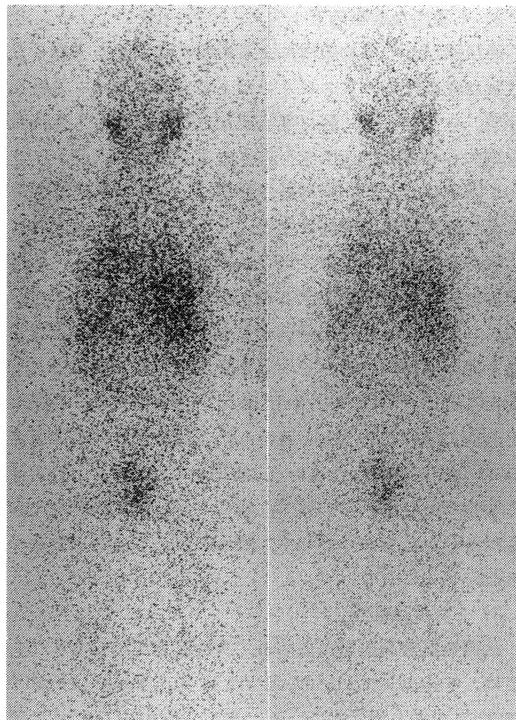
^{131}I -adosterol scintigram.
